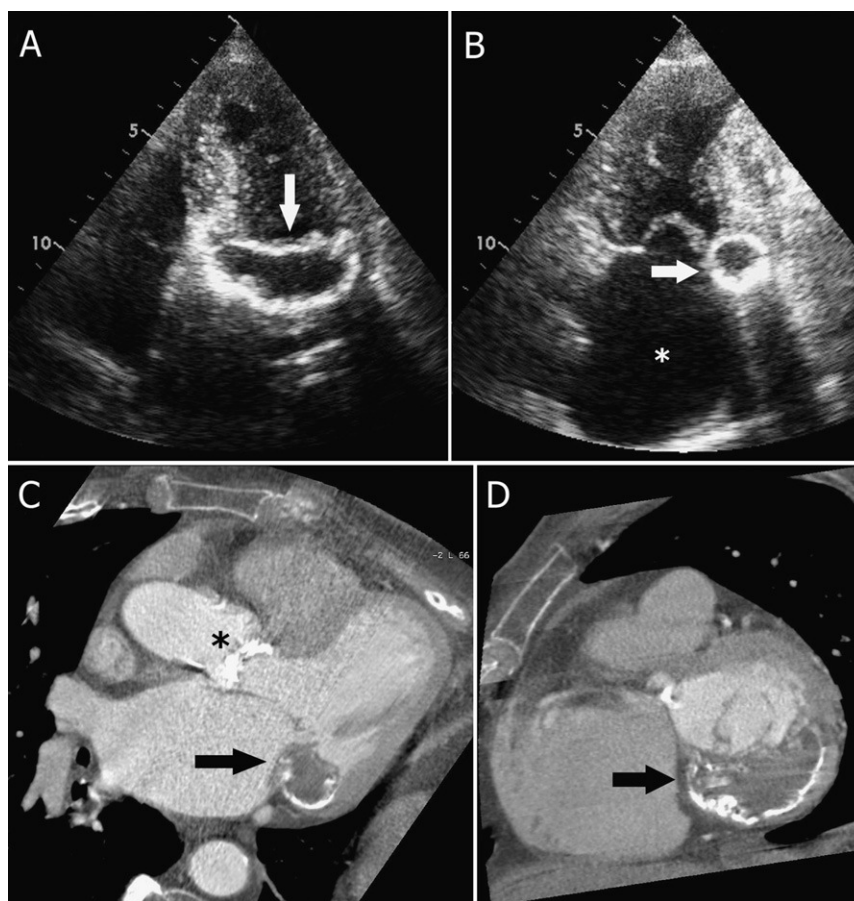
A) Ecografía transtorácica apical de 4 cámaras que muestra una lesión anecoica de contorno hiperecogénico en región anular mitral. B) Ecografía apical 2 cámaras mostrando la sombra acústica posterior y la dilatación auricular izquierda por incompetencia valvular (*). C) En la TCMD con contraste en plano 3 cámaras la masa aparece hipodensa y está rodeada por una envoltura cálcica. Obsérvese, además, la extensa calcificación valvular aórtica (*). D) La TCMD con contraste en eje corto muestra la relación de la lesión con las valvas de la mitral.
